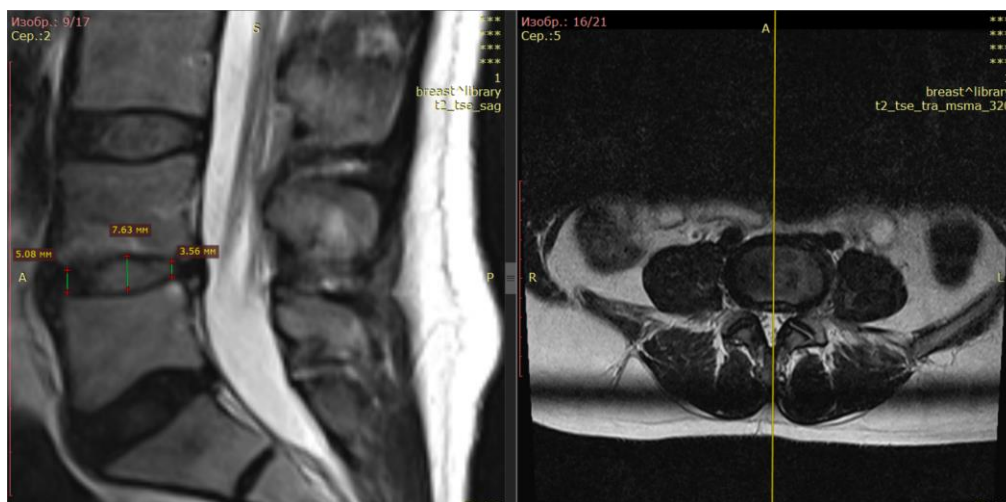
МРТ-грамма расчёта высоты диска
